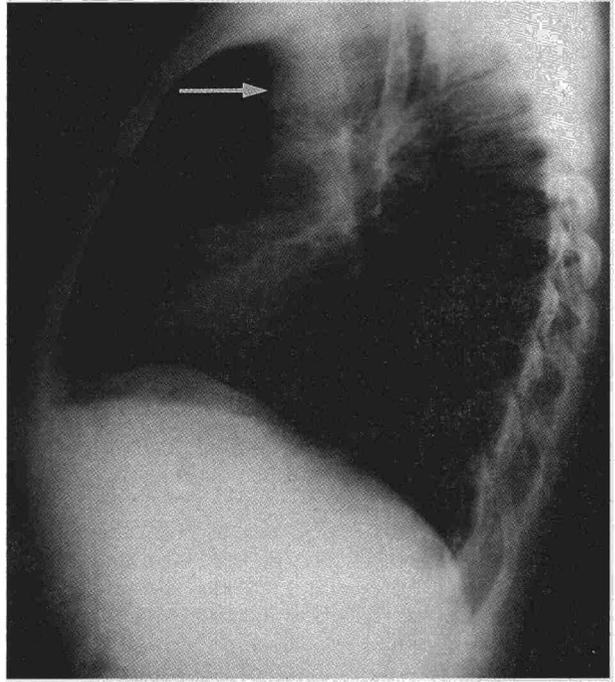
Radiografía de tórax (lateral). Se aprecia una imagen redondeada, de contornos lisos, situada en el mediastino medio y superior (flecha).
